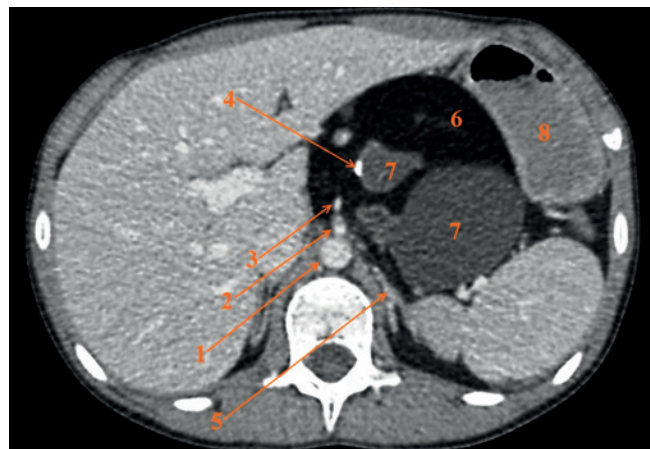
Аксиальный КТ-срез на уровне основания чревного ствола: 1 — брюшная аорта; 2 — чревный ствол; 3 — левая желудочная артерия; окруженная солидным компонентом опухоли; 4 — кальцинат в структуре опухоли; 5 — левый надпочечник; 6 — жировой компонент опухоли; 7 — кистозный компонент опухоли; 8 — желудок
